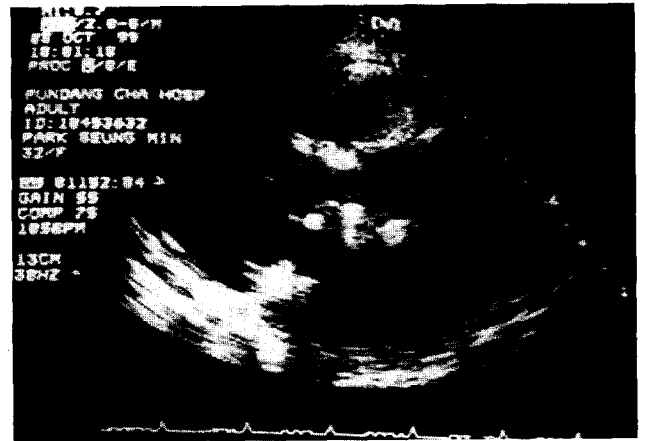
2-D echocardiography(parasternal long axis view) revealed well functioning mitral prosthetic valve with preserved global LV systolic function.
